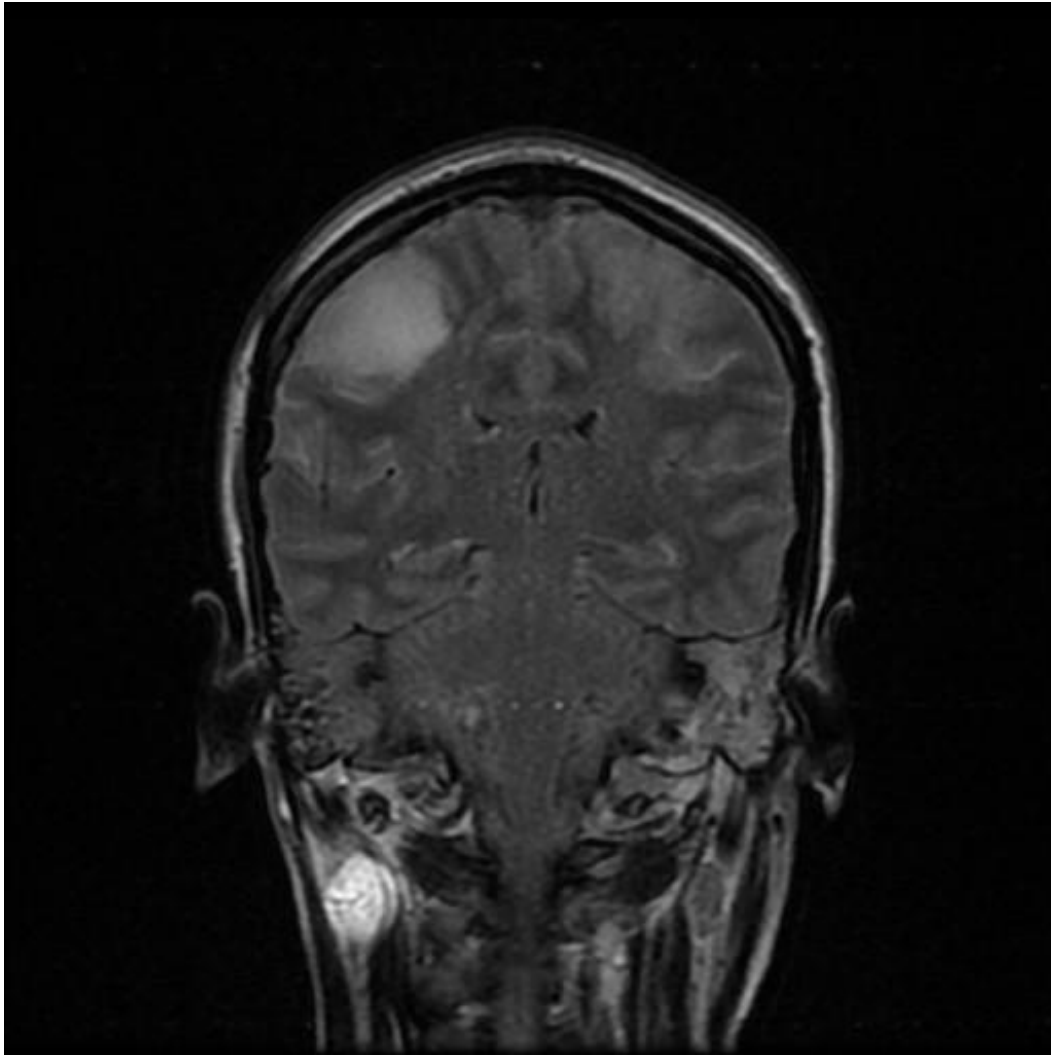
IRM cérébrale en séquence coronale FLAIR, montrant un infarctissement veineux pariétal droit
